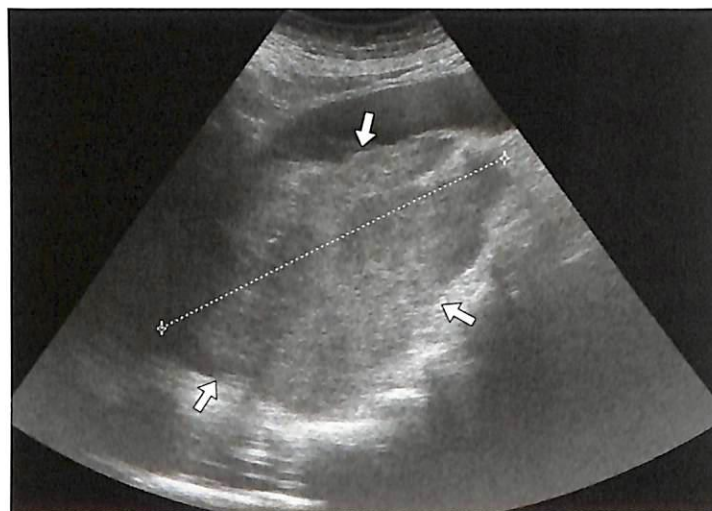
Трансбрюминальное УЗИ. Визуализируется крупная бугристая опухоль предстательной железы, прорастающая в клетчатку таза и прямую кишку (стрелки).
